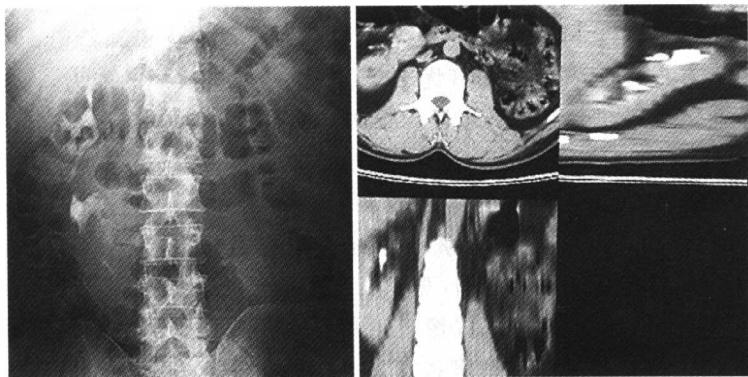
横过异位融合肾 IVU 及 CT 重建
